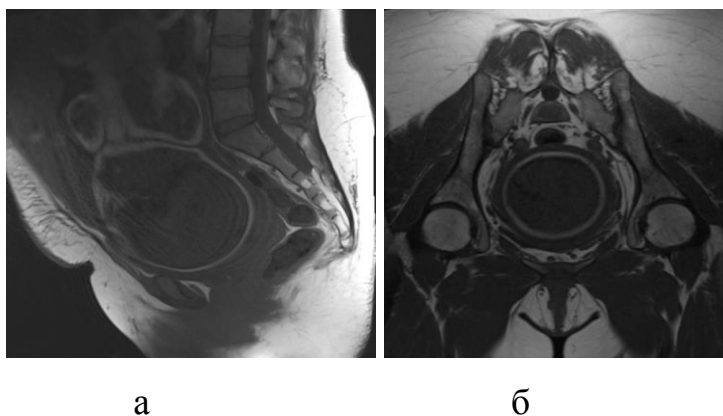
МР-томограммы таза беременной в сагиттальной (а) и косо-аксиальной (б) плоскостях для МР-пельвиометрии, T1 TSE
